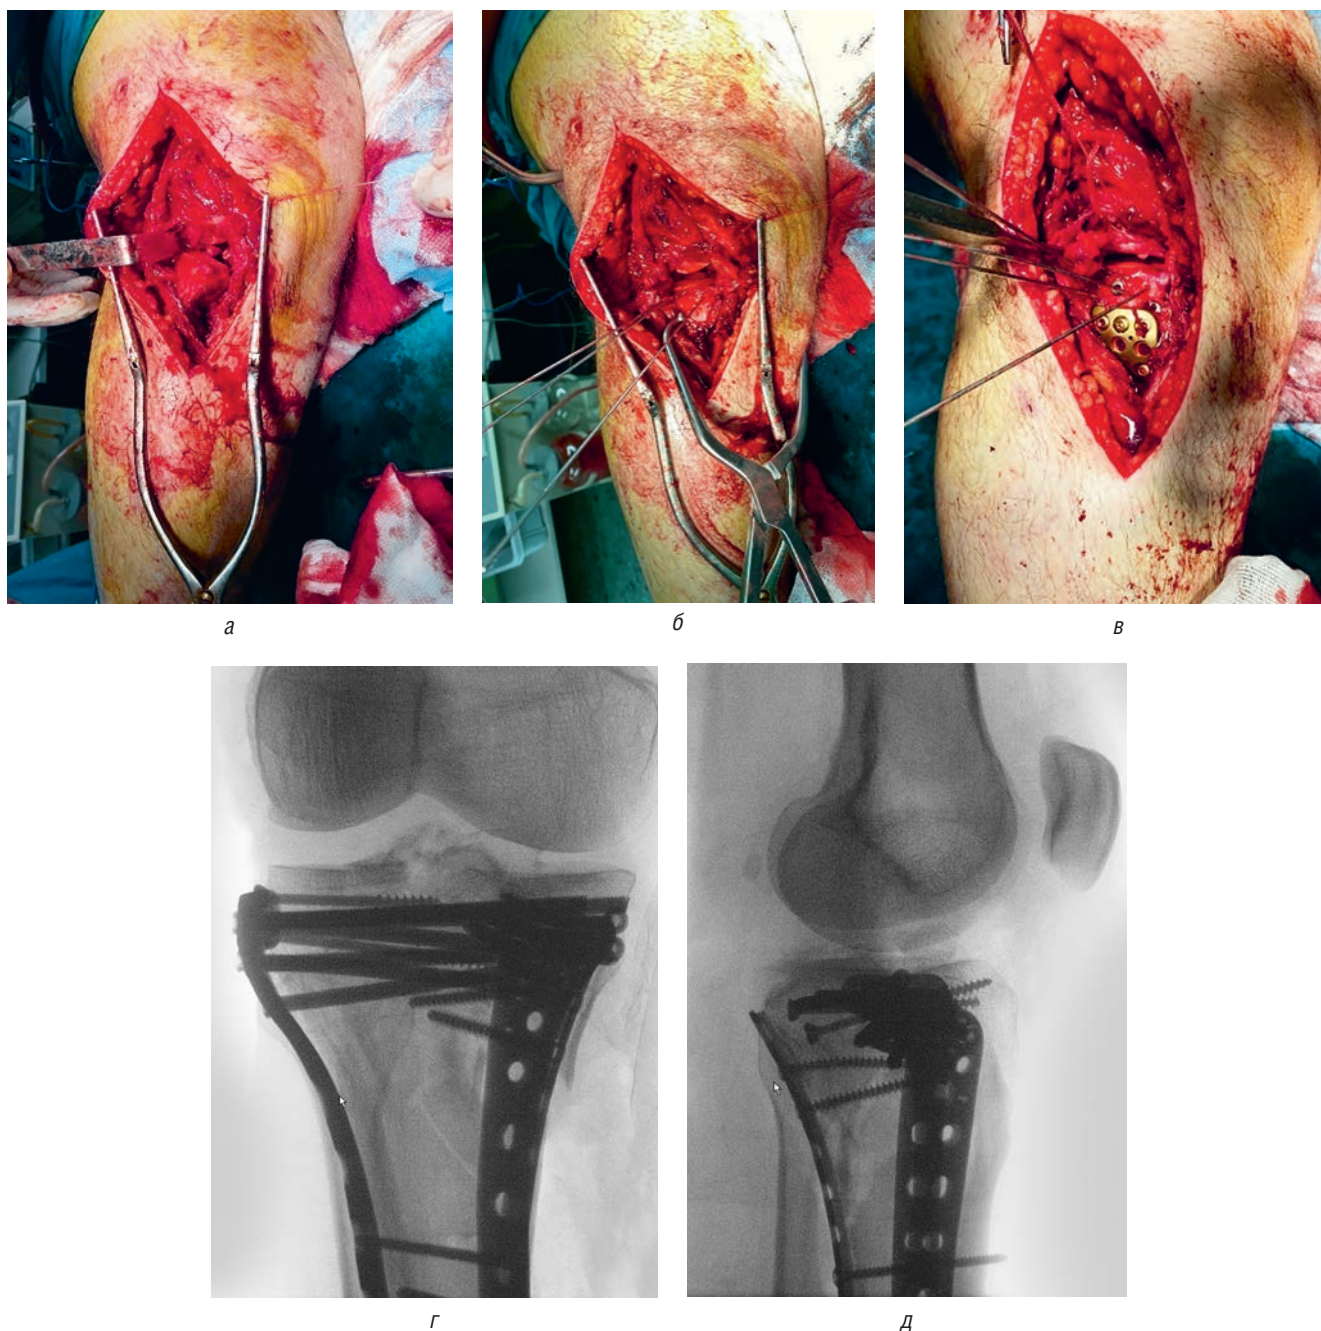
Этапы репозиции и фиксации из переднелатерального доступа: *а* — визуализация зоны импрессии; *б* — открытая прямая репозиция и временная фиксация костодержателями и спицами Киршнера; *в* — установка стягивающих винтов 4,0 мм и опорной пластины; *г, д* — интраоперационные рентгенограммы ЭОП для контроля репозиции отломков и положения имплантатов
